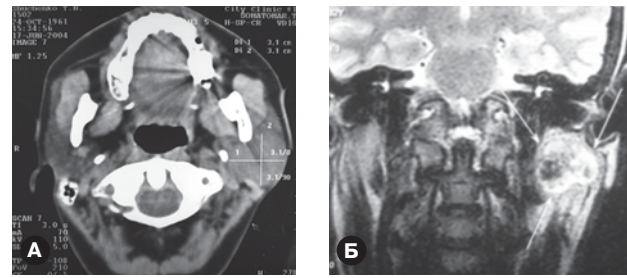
Компьютерная (а) и магнитно-резонансная (б) томограмма больных с доброкачественными опухолями околоушных желез. На МРТ в центре новообразования отмечается одиночный очаг – кистозная полость.
